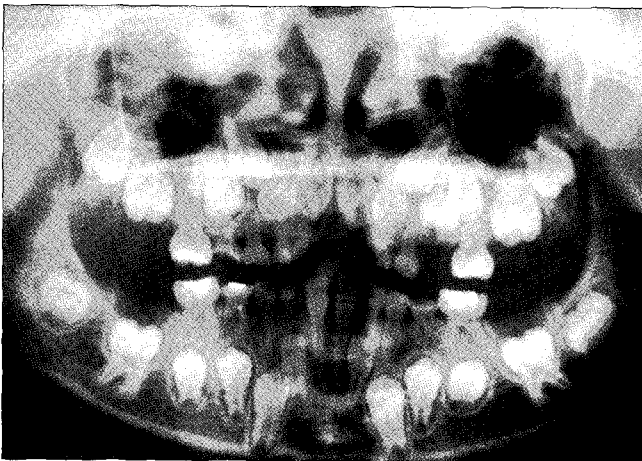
Panoramic radiograph at 1st visit.
